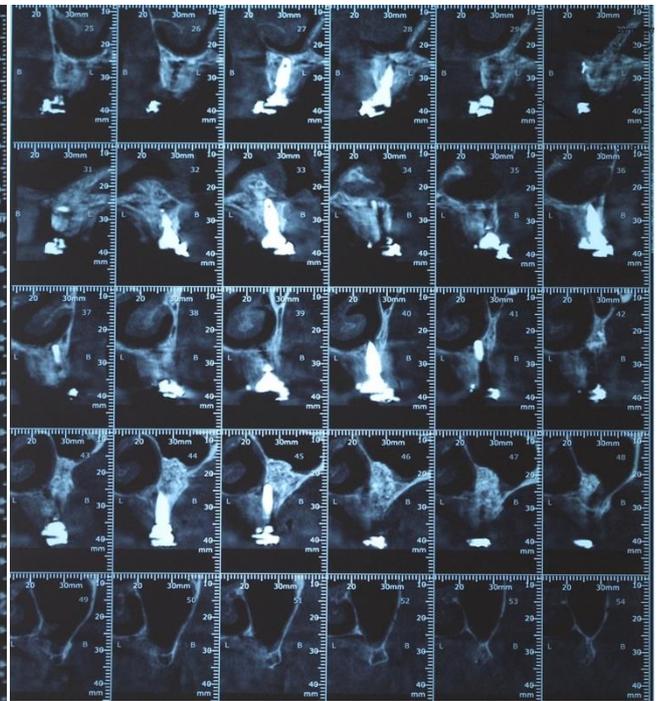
Tomografia final
